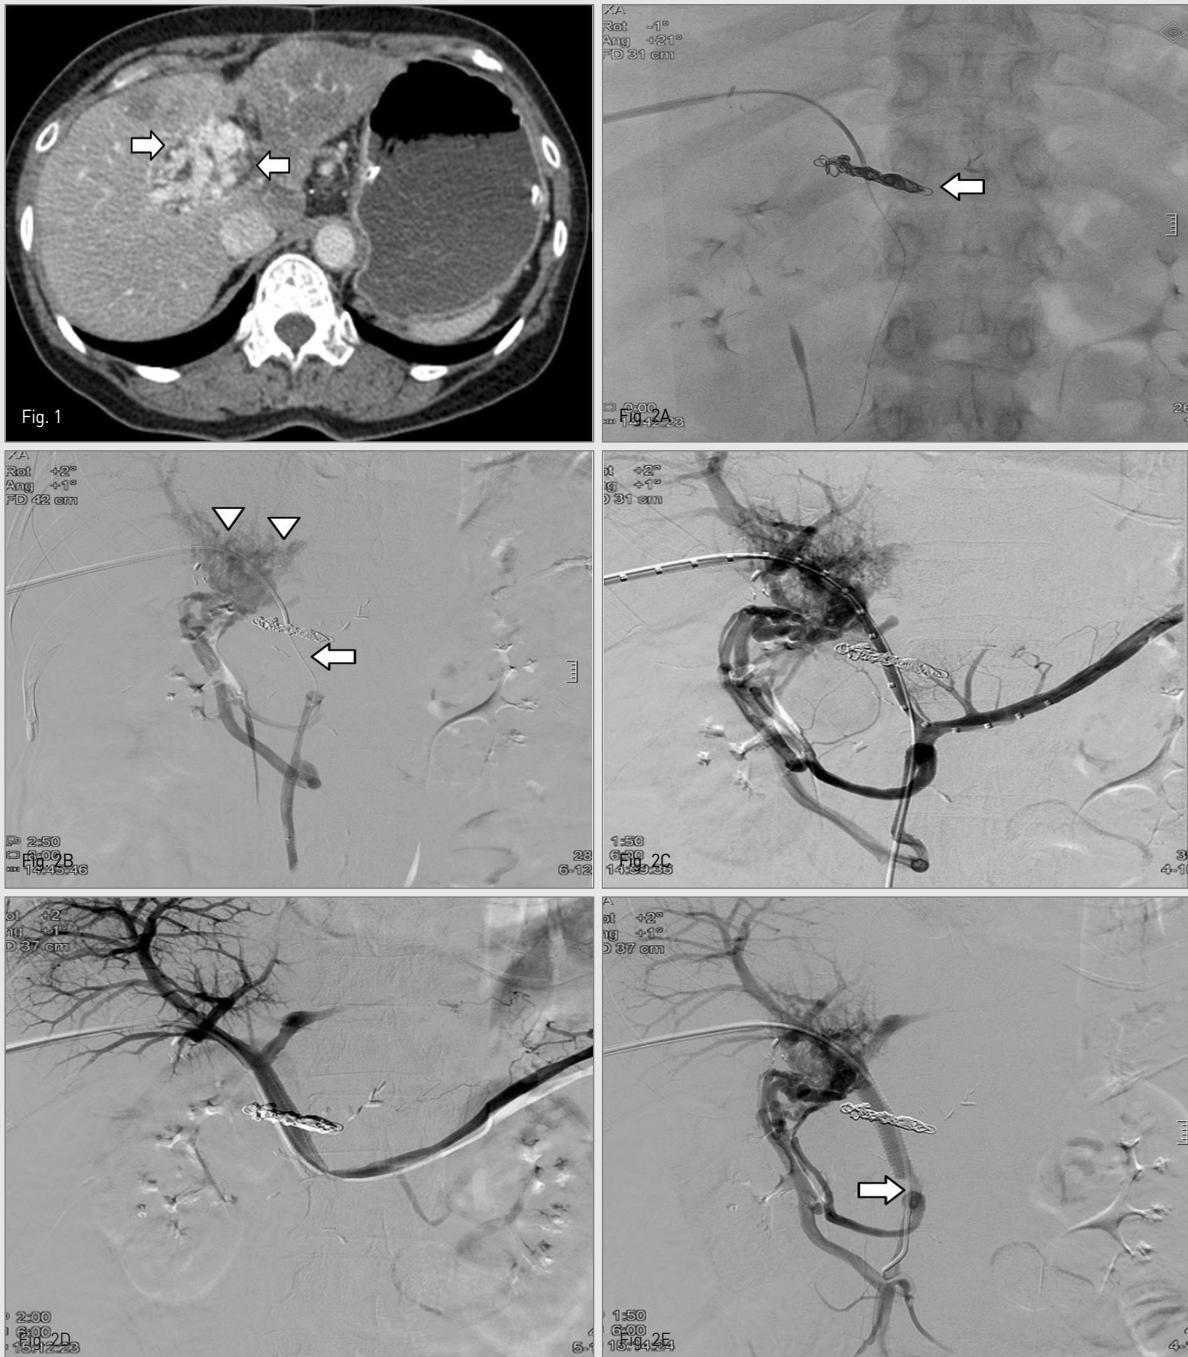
Contrast enhanced CT scan of abdomen demonstrates jejunalvarix in hepaticojejunostomy site (arrows) and non-visualization of the main portal vein.
